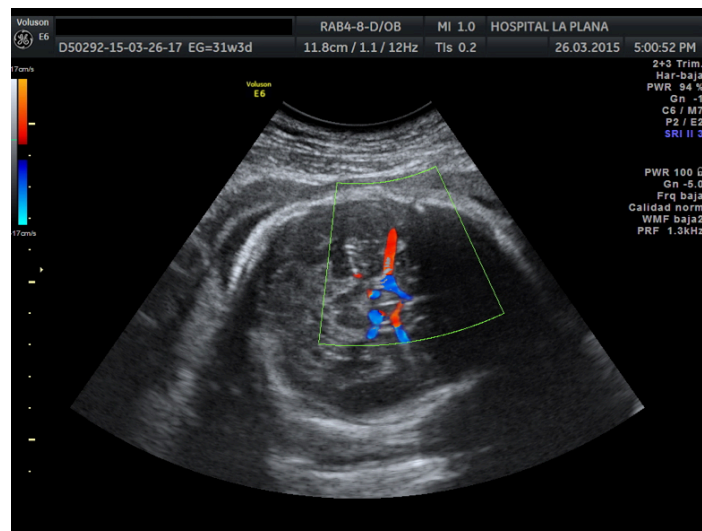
Aplicación del Doppler color a la arteria cerebral media.
